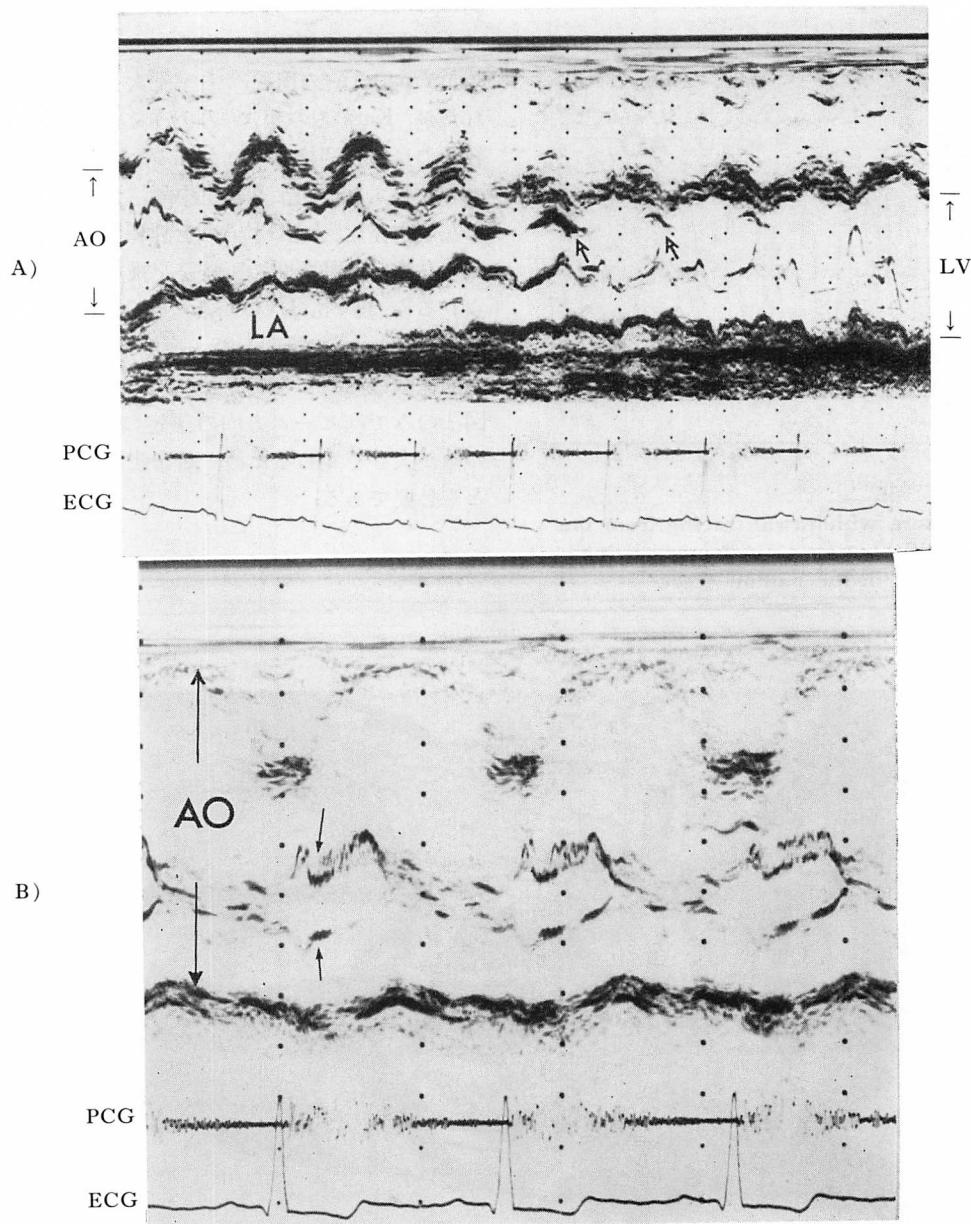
M-mode echocardiographic study (Case 14).
